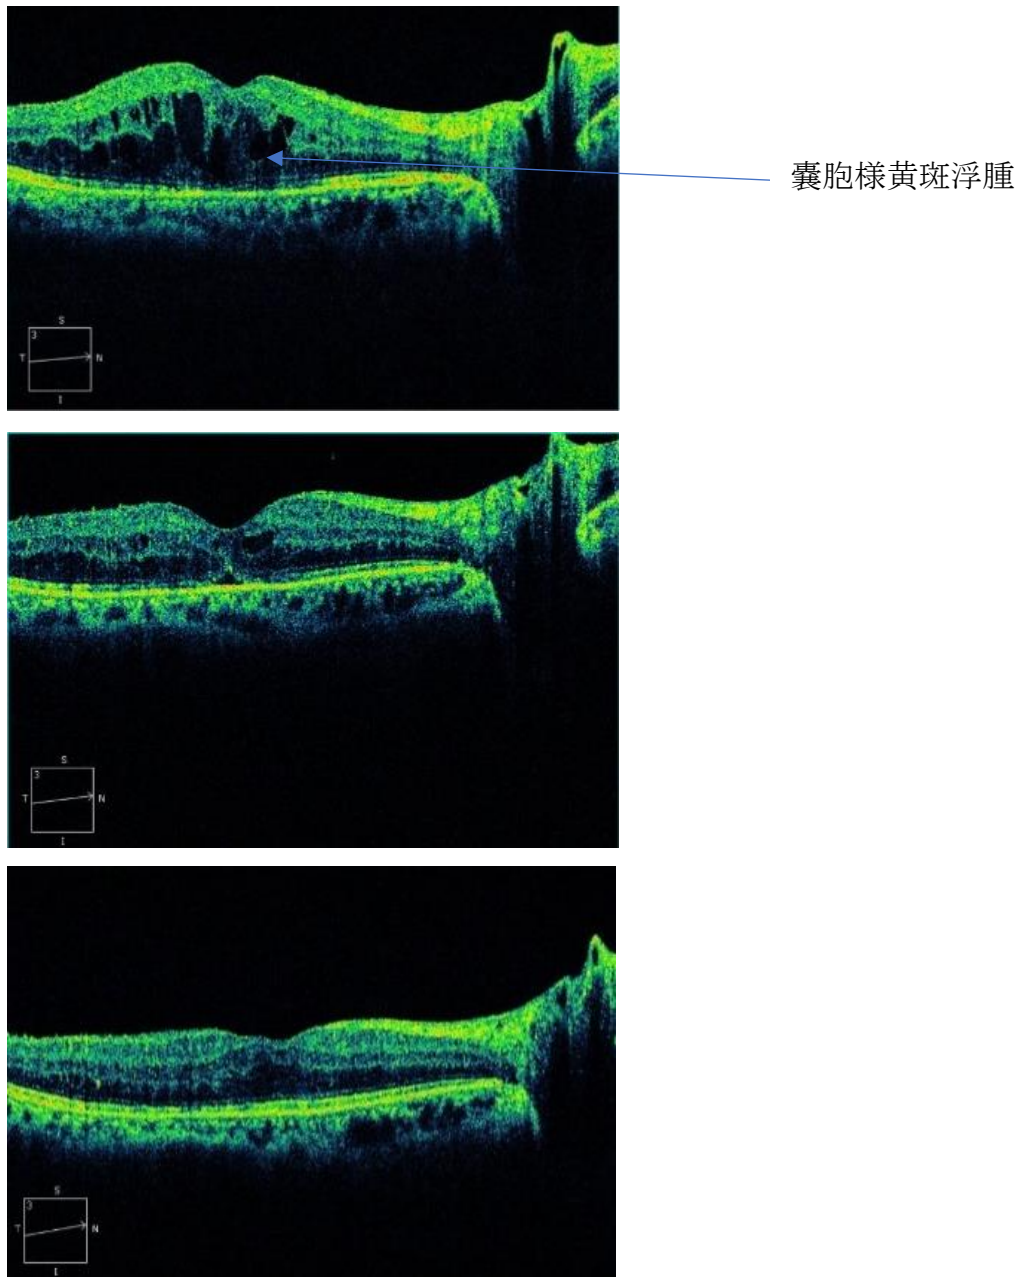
糖尿病黄斑浮腫に対して抗 Vascular Endothelial Growth Factor (VEGF)薬硝子体注射を施行した症例。上；注射前の Optical Coherence Tomography (OCT)所見、視力(0.4)。嚢胞様黄斑浮腫を示す。中；注射 1 回目施行後の OCT 所見、視力(0.6)。下；注射 2 回目施行後の OCT 所見、視力(0.7)。抗 VEGF 薬硝子体注射により黄斑浮腫の改善が得られた。
